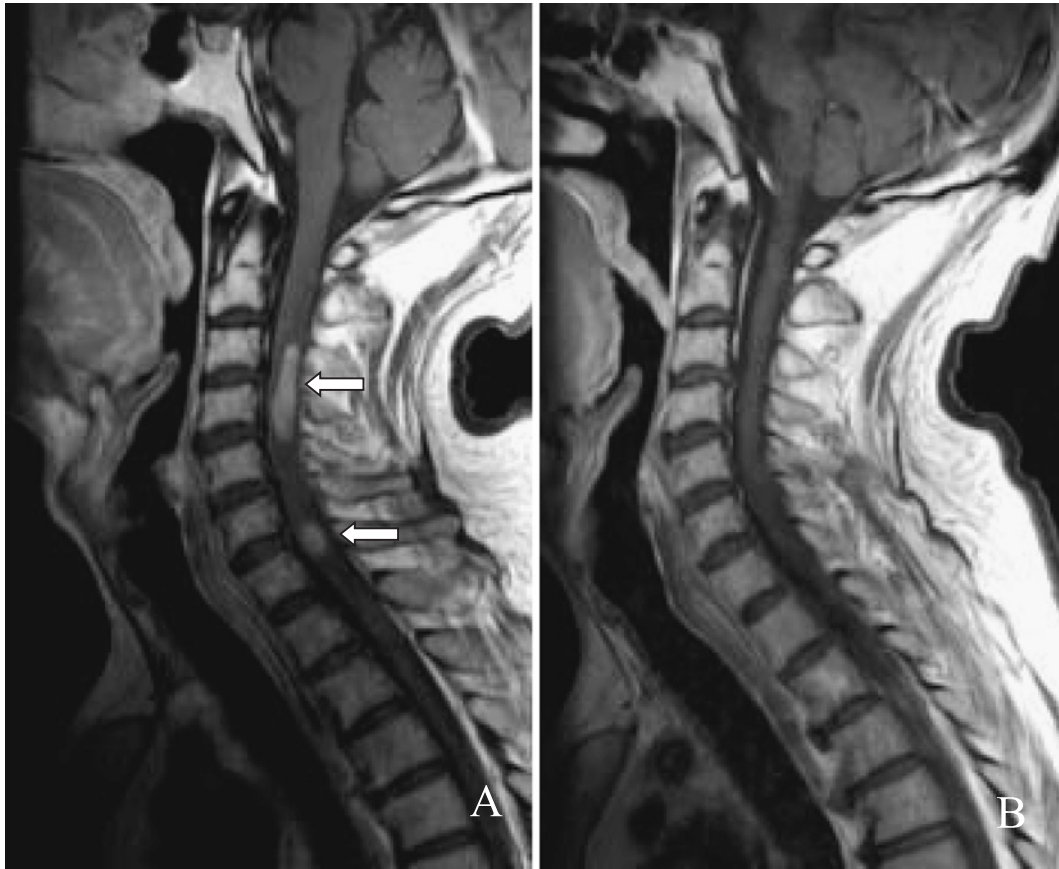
A) Gd-DTPA enhanced T1-weight MR imaging of cervical spinal cord showed high intensity lesions at the C4 and C7 level (arrows). B) After chemoradiotherapy, intramedullary metastases disappeared.
